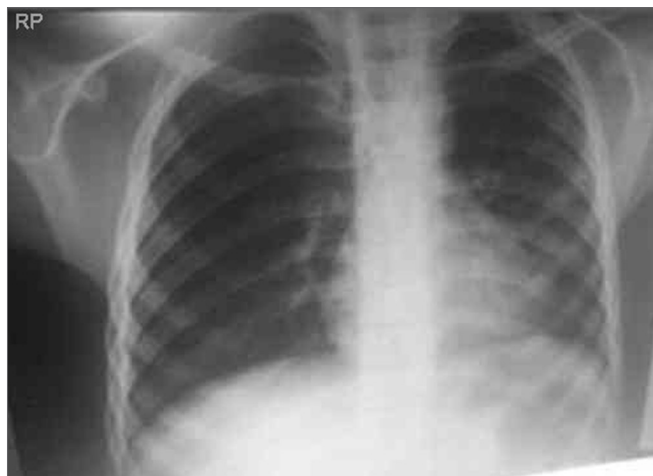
Radiografia de Tórax em PA. Pulmão esquerdo com infiltrado pneumônico para-cardíaco. Pulmão direito sem alterações.
